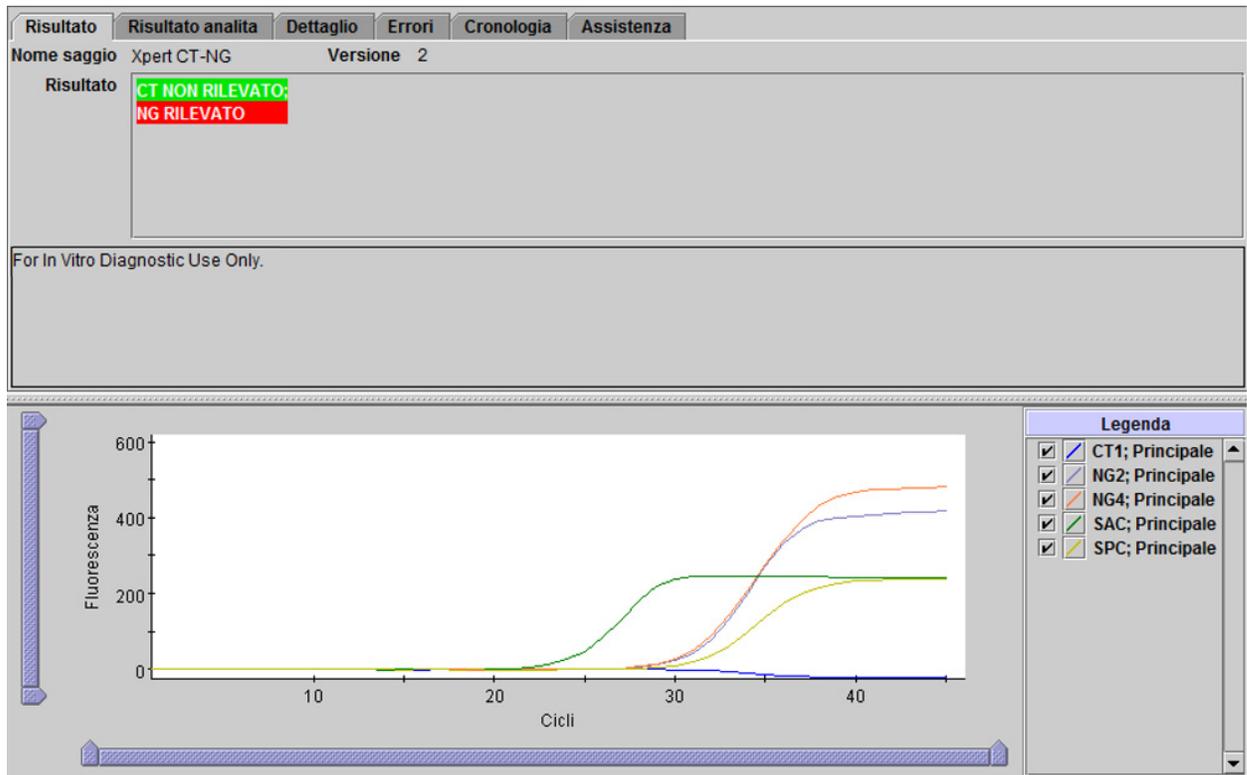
Xpert CT_NG - CT non rilevato e NG rilevato
